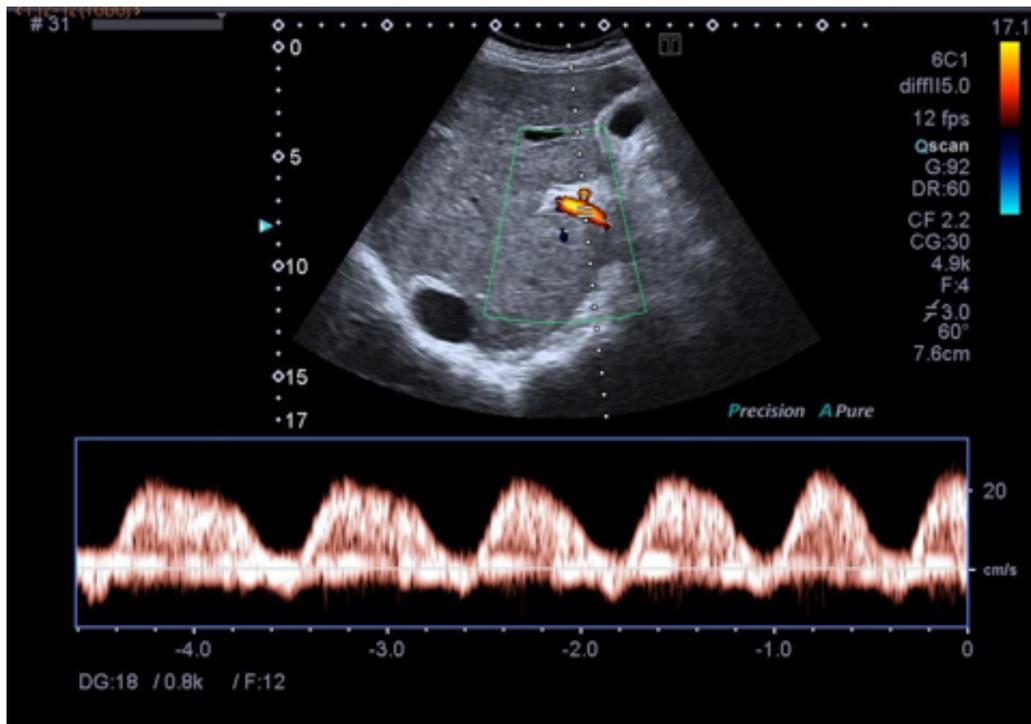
Estudio Doppler espectral. Vena porta con flujo pulsátil.
